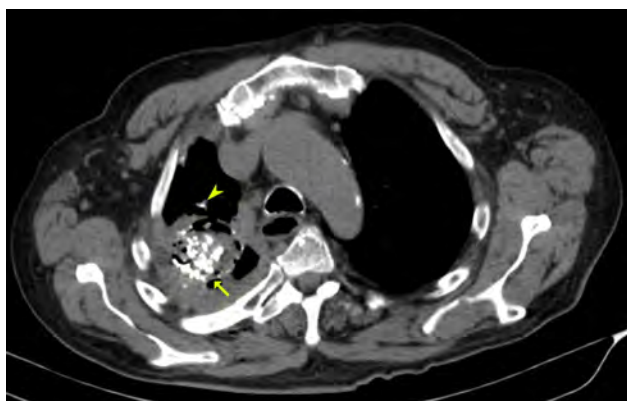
Imagem axial de TC não contrastada demonstrando cavidade pulmonar parcialmente preenchida por Anfotericina B em solução gelatinosa (seta) e área adjacente de extravasamento bronquiolar (cabeça de seta)
